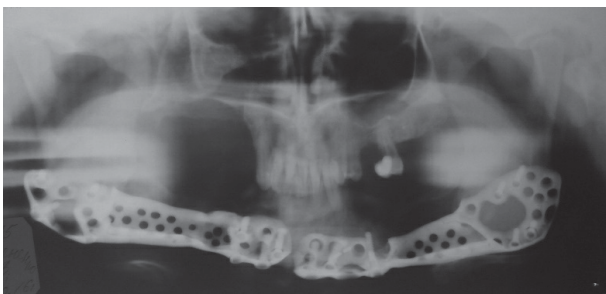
Ортопантомограмма пациента через 6 месяцев после проведенного оперативного вмешательства
